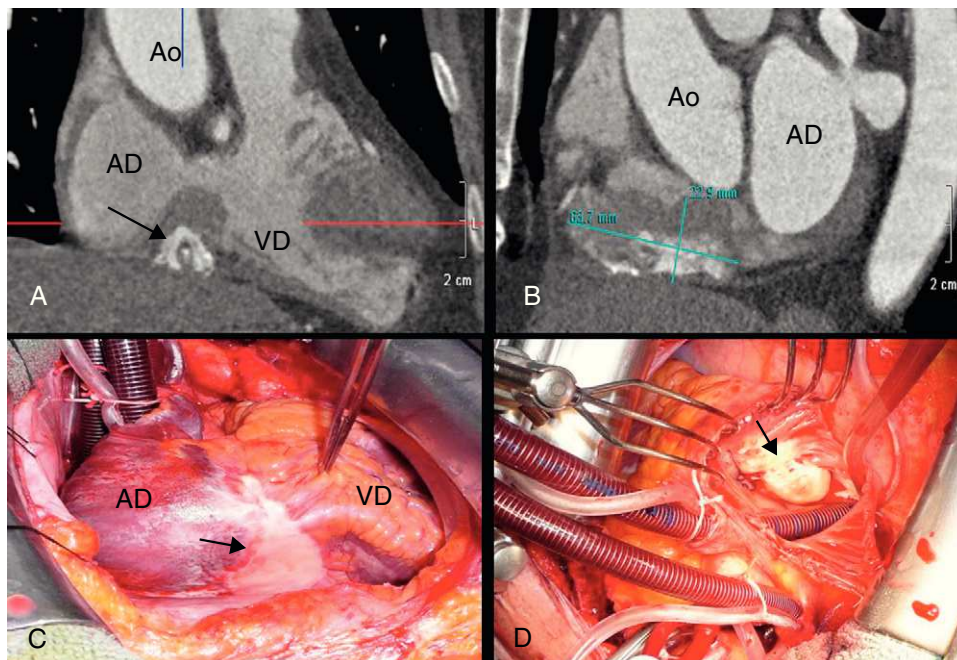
A y B: imágenes de tomografía de la masa calcificada en el surco auriculoventricular. C: aspecto de la calcificación del seudotumor durante la cirugía (flecha). D: protrusión de la lesión en el anillo tricuspídeo (flecha) AD: aurícula derecha; Ao: aorta; VD: ventrículo derecho.
